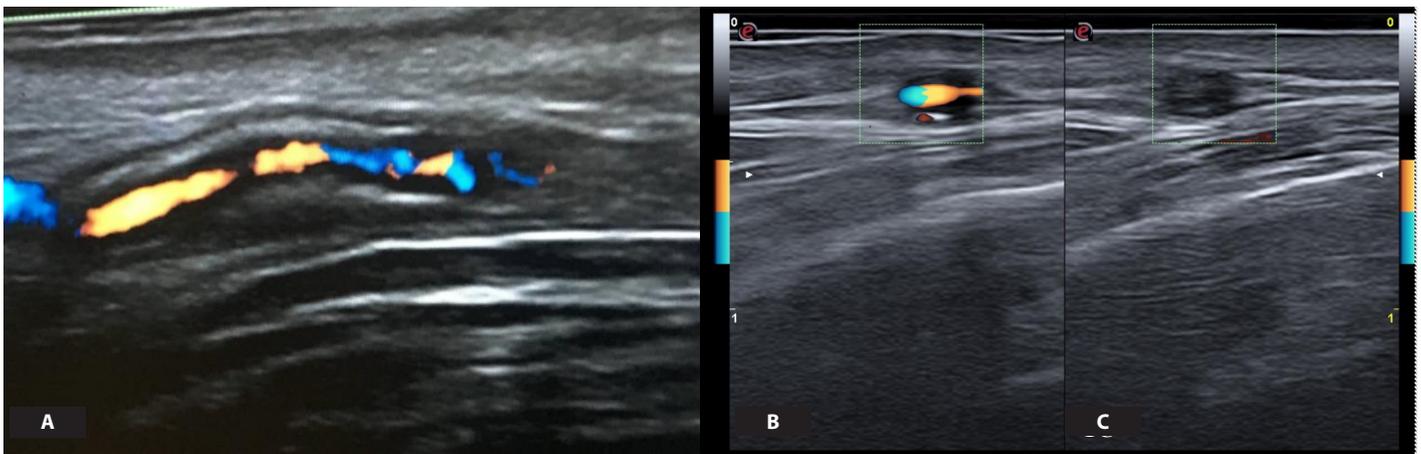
Ecografía de arteria temporal. A. Corte longitudinal, arteria temporal con signo del halo. B. Corte transversal, arteria temporal con signo del halo. C. Persistencia de zona hipoeicoica con la maniobra de compresión.
